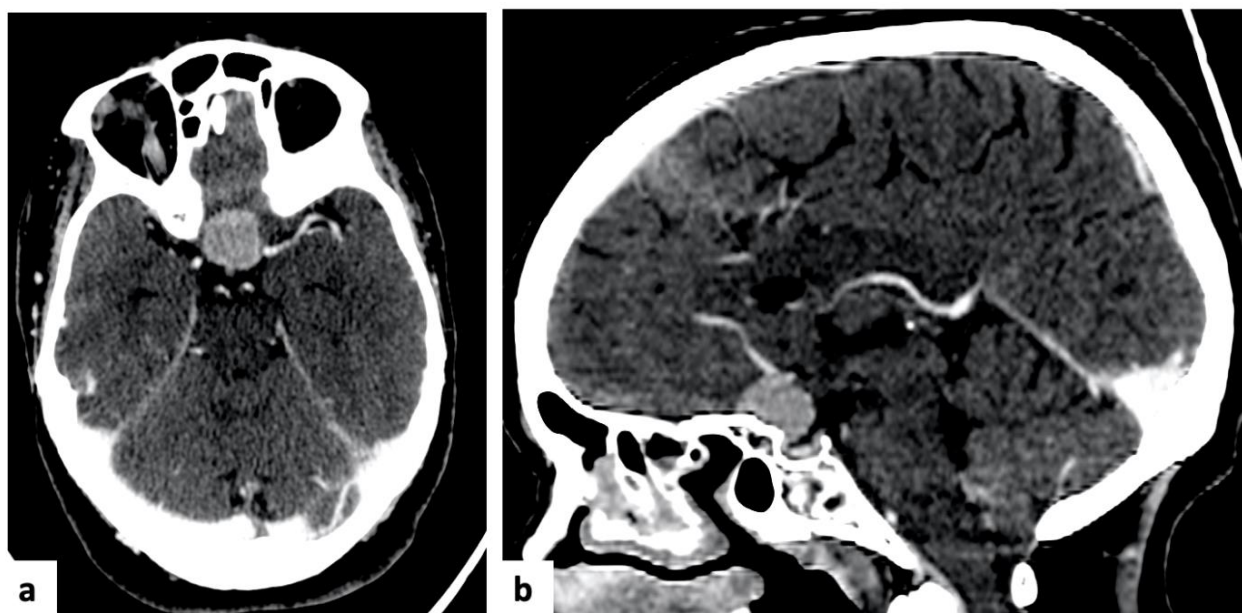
TDM cérébrale avec injection de produit de contraste , en fenêtré parenchymateuse en coupe axiale (a) et en coupe sagittale (b), objectivant une lésion suprasellaire fortement rehaussée évoquant un méningiome suprasellaire.
